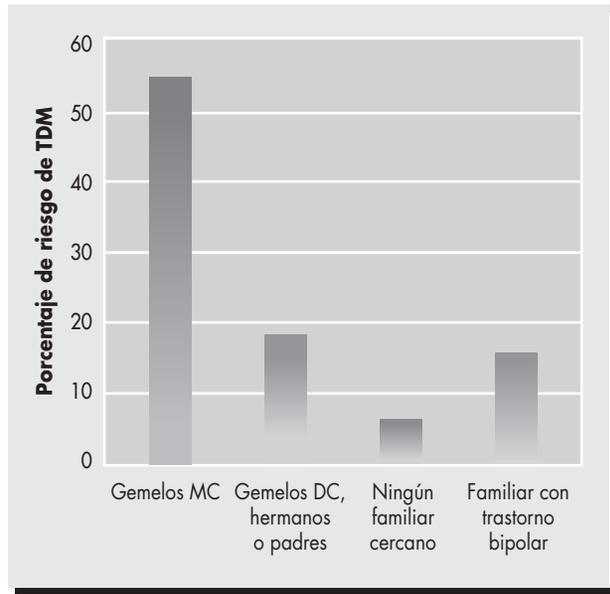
El riesgo de herencia de desarrollar un trastorno depresivo mayor (TDM) varía, pues depende de la cercanía de la relación biológica con algún miembro de la familia afectado.
